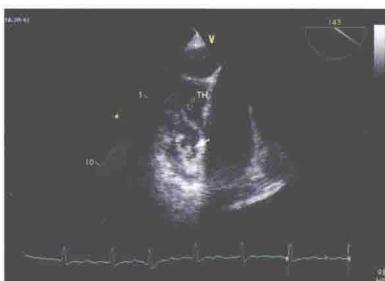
经食管超声中食管水平 145°，显示左心耳内飘带样附壁血栓形成（绿色箭头示），其后方为左心耳内的梳状肌（白色箭头示）。
